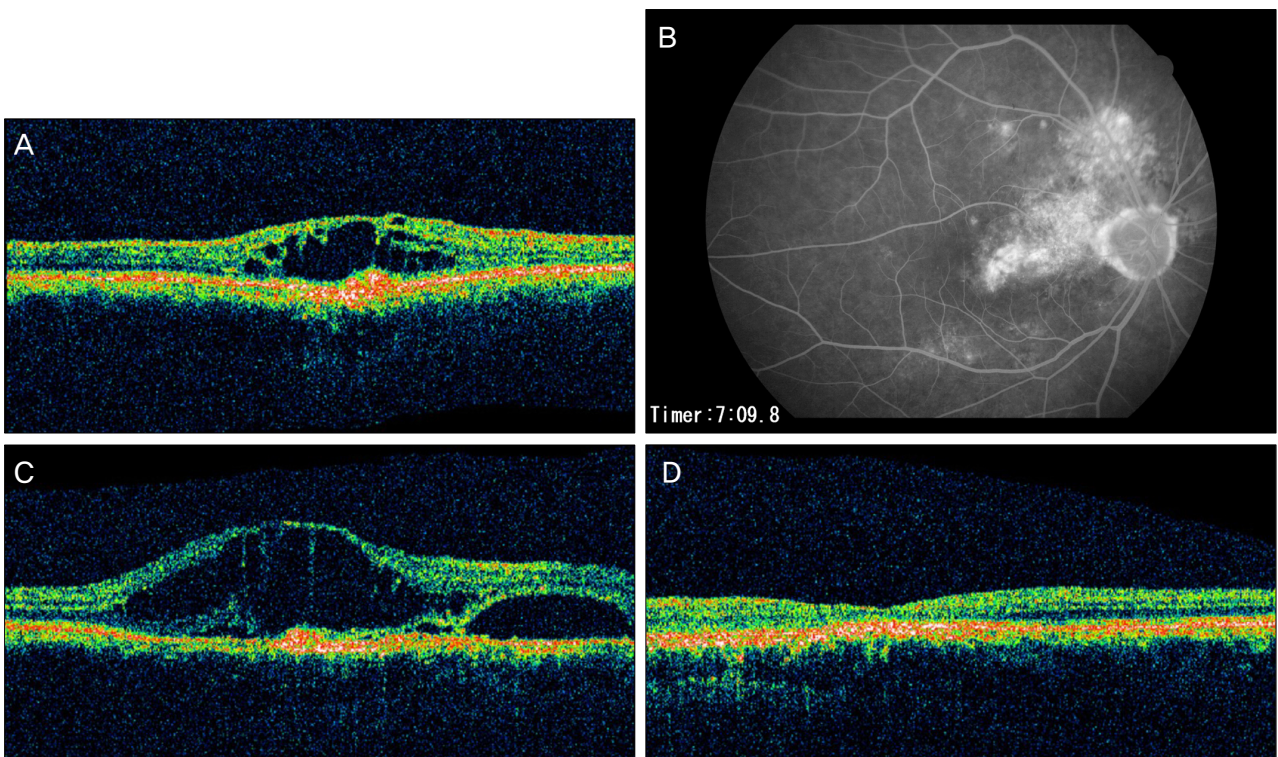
A 63-year-old male patient who presented with visual disturbance in his right eye that had undergone cataract surgery 8 weeks earlier. BCVA was 0.7 log MAR and CME was seen on the OCT (A, CMT 415 μ m) and FAG (B). After 1 month after intravitreal triamcinolone injection, CME was still maintained (C, CMT 514 μ m). Secondary intravitreal triamcinolone and bevacizumab injection was done and CME resolved 1 month after the secondary injection (D, CMT 182 μ m). BCVA = best corrected visual acuity; CME = cystoid macular edema; OCT = optical coherence tomography; CMT = central macular thickness; FAG = fluorescein angiography.
